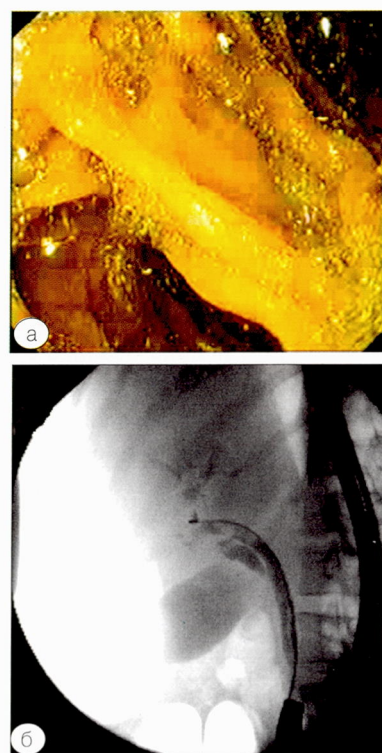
Анастомоз в модификации Бильрот-2. а – эндифото, б – рентгенограмма
